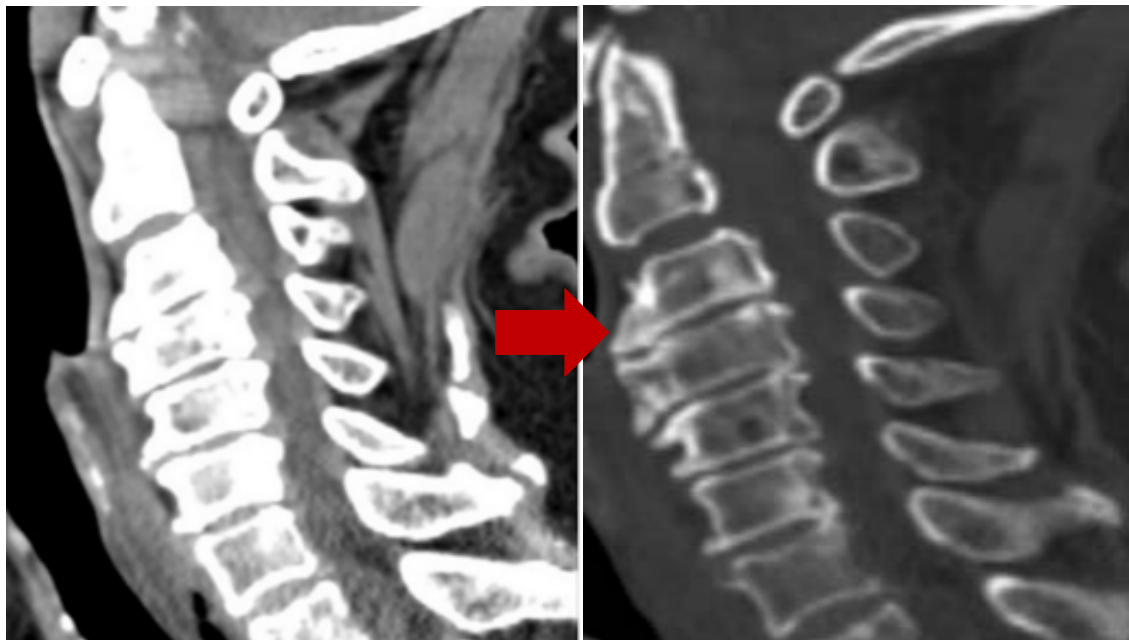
TDM en coupes sagittales montrant des ostéophytes de C3 à C6. [122]
